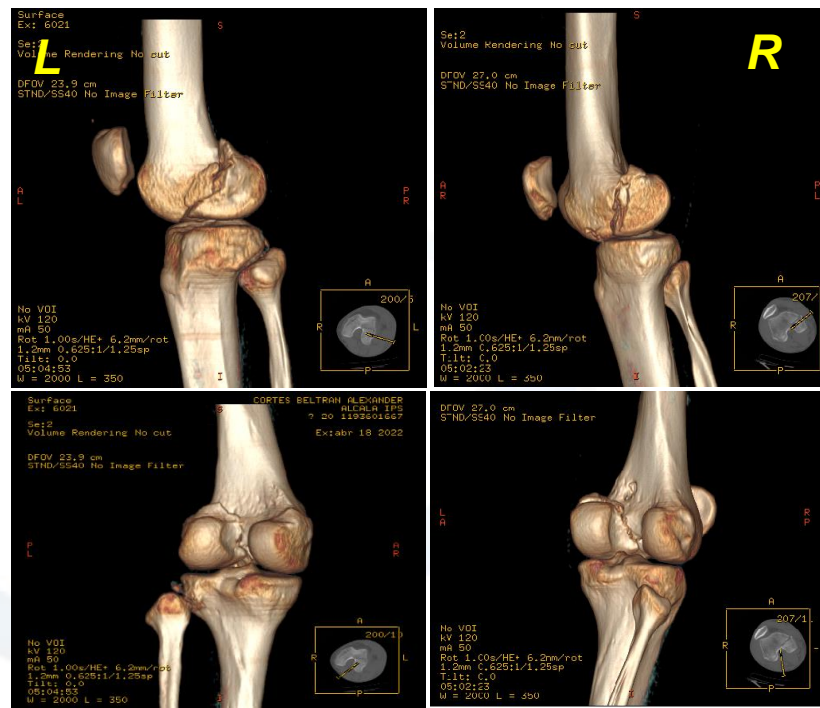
TAC, Rx AP y lateral. La radiografía de AP no arrojó lesión visible, pero en la lateral se encontró fragmento coronal desplazado del cóndilo externo izquierdo e interno derecho.
